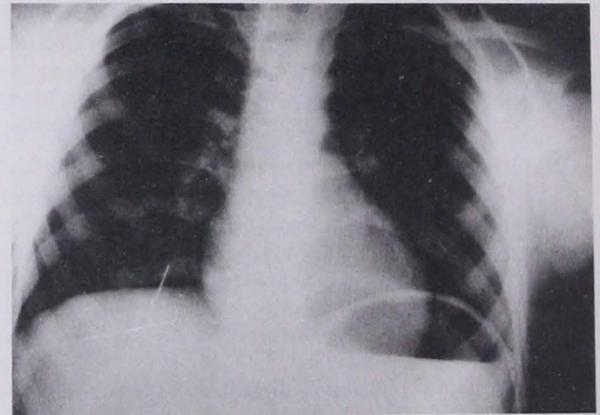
Radiografía AP de tórax en que se observa una aguja en hemitórax derecho.
